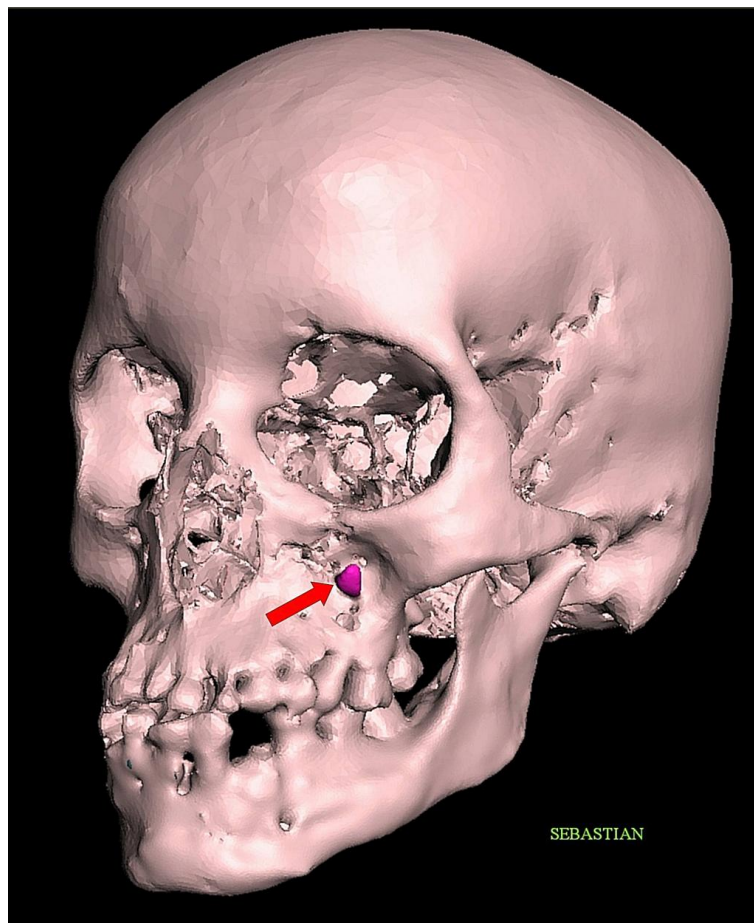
TC 3D de “Sebastian” que muestra una localización excepcionalmente rara de un diente ectópico en la superficie anterior del hueso maxilar izquierdo (flecha roja).
